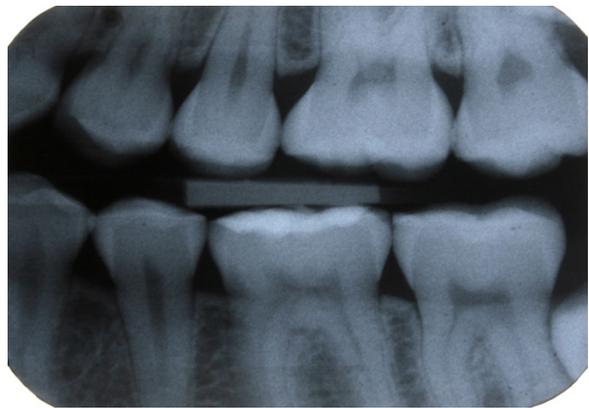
Bitewing links 7.1.11
